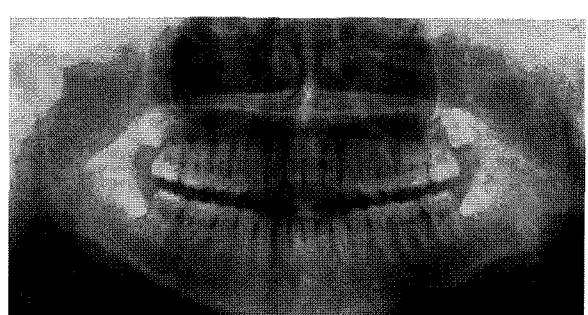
Fifteen month-retention cephalometric and panoramic radiographs.
